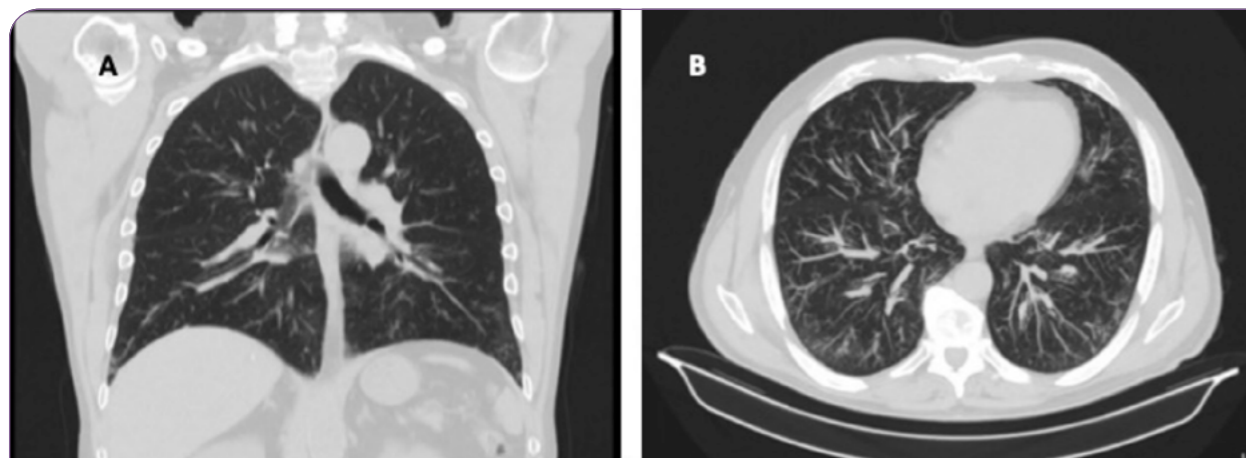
Tomografía computarizada de alta resolución torácica, corte coronal (A) y axial (B).
